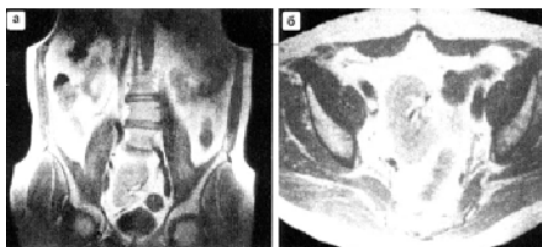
МР-томограммы при аплазии левой почки и тазовой дистопии единственной правой почки
